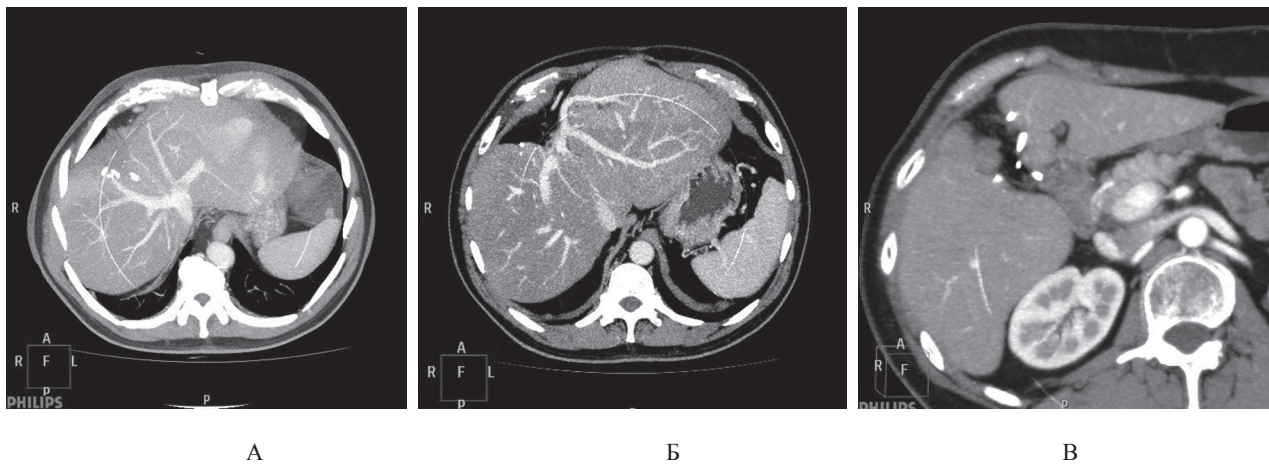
СКТ печінки після правобічної передньої медіальної секторектомії (SV, VIII):
